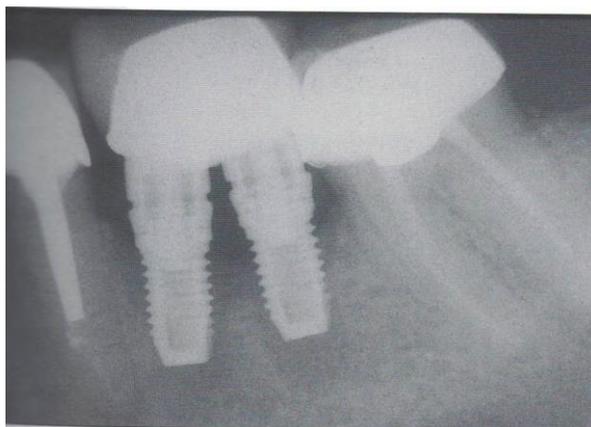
3 semaines après la pose de la couronne définitive, une mobilité est constatée. La radiographie montre une « désostéo-intégration » des 2 implants.(30)
